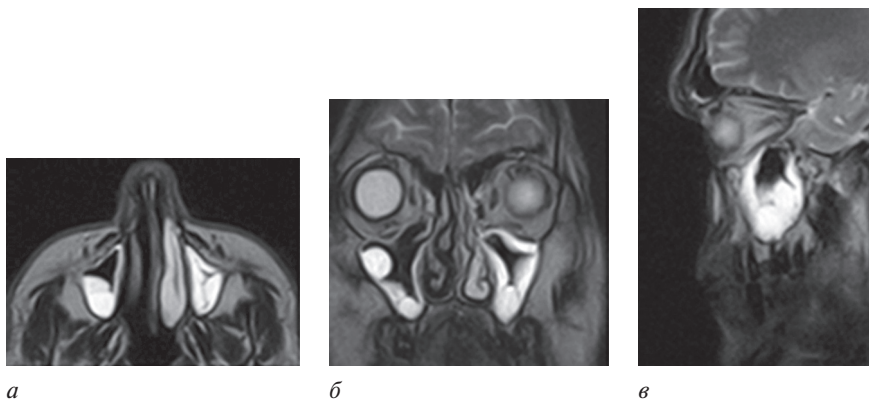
Магнитно-резонансные томограммы больного с хроническим двусторонним верхнечелюстным синуситом (кистозная форма) в аксиальной (*а*), фронтальной (*б*) и сагиттальной (*в*) плоскостях
